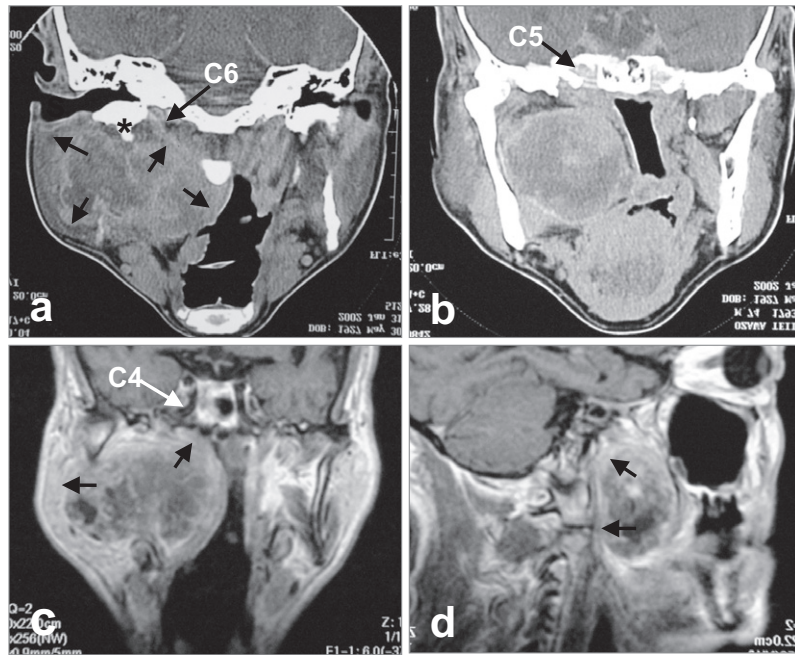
症例3 副咽頭間隙から頭蓋底に進展する腫瘍（黒矢印）と内頸動脈の位置関係：造影CT (a, b) とMRI (c, d)。
